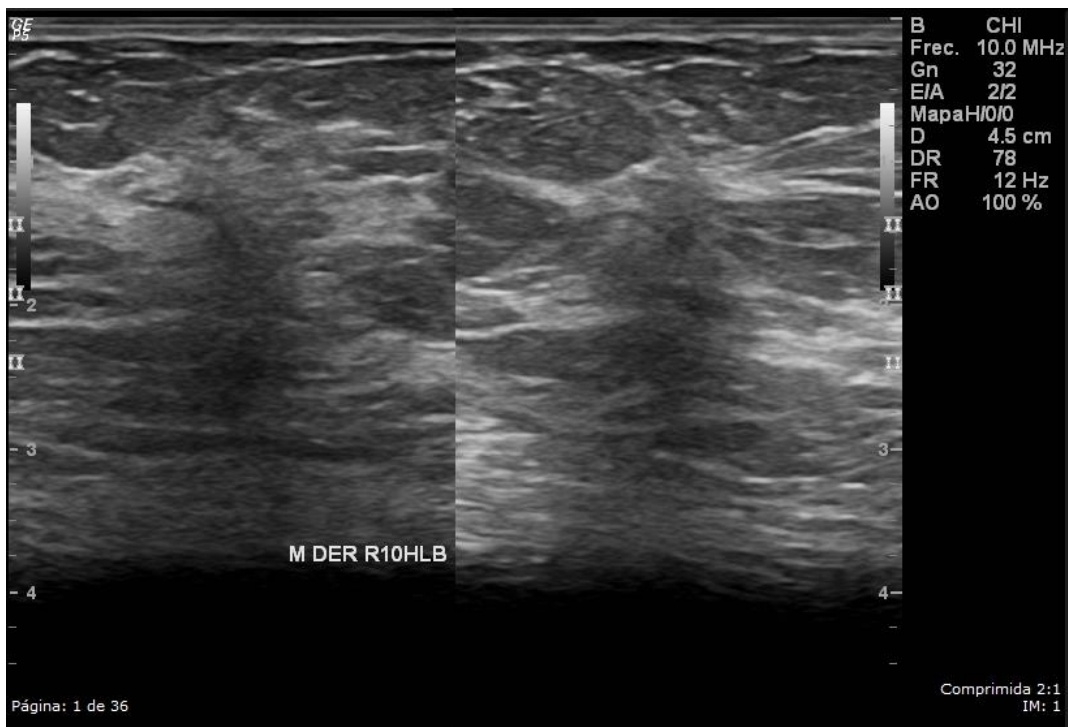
Carcinoma ductal invasivo grado 1 en una mujer de 50 años. Ultrasonido mamario que muestra una masa de forma irregular, orientación paralela, margen indistinto, hiperecoica, sombra posterior y distorsión de la arquitectura asociada. Ésta masa fue categorizada como BI-RADS 4B.
